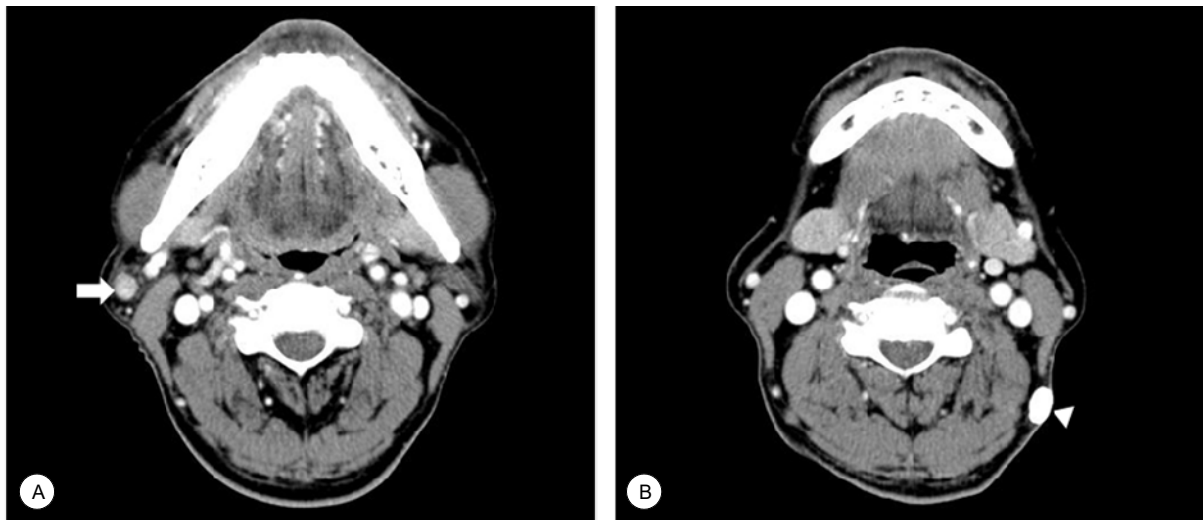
Enhanced axial neck CT scans. A : It shows a round small enhanced mass in the right parotid tail (arrow). B : It shows a well-margined dense calcified mass in posterior neck (arrowhead).
